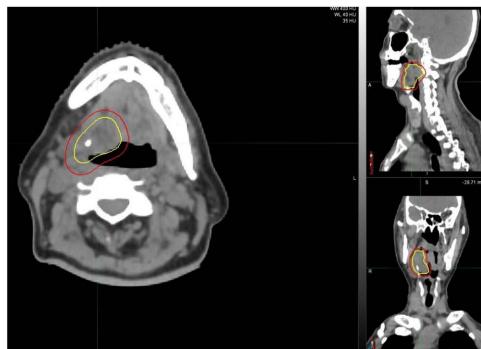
Plain CT scan of the neck
